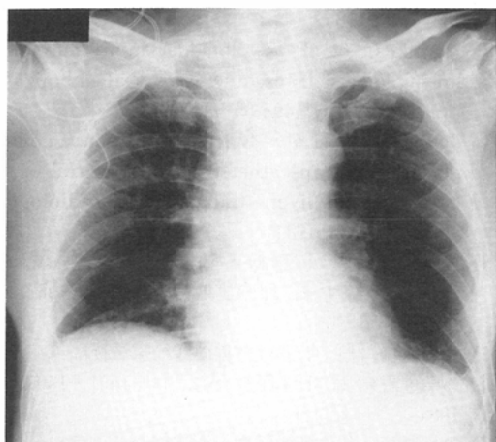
Follow up chest X-ray after improvement of symptom shows normal clear lung fields.
